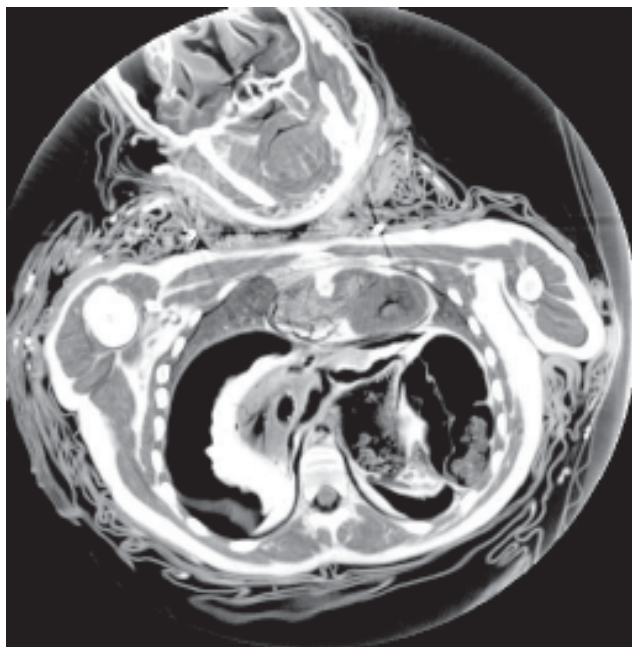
TC axial del abdomen superior de La Doncella donde se ve el estómago con restos de alimentos. En la parte anterior de la imagen apreciamos la base del corazón. Obsérvese el cuerpo vertebral dorsal con la presencia de la médula espinal en el canal raquídeo.
